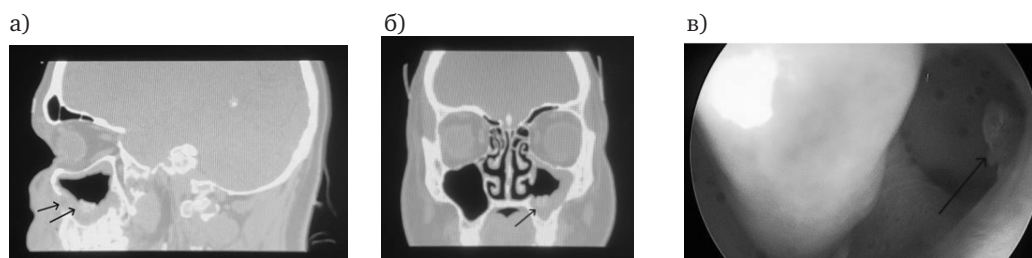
КТ придаточных пазух носа (а, б); эндоскопическая картина полости носа (в)
